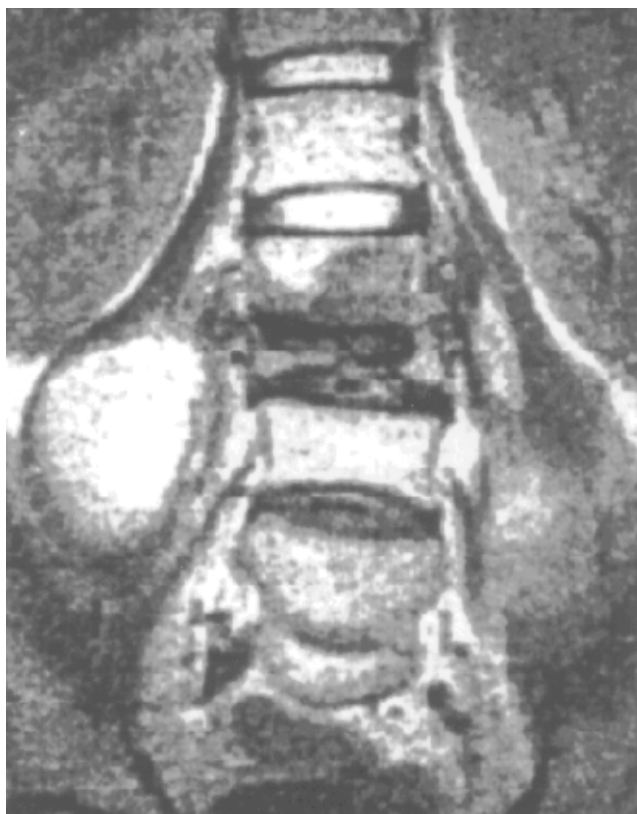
Магнітнорезонансна томографія. Туберкульозний спондиліт L3–L4 (у м. iliopsoas візуалізуються напливні абсцеси)
